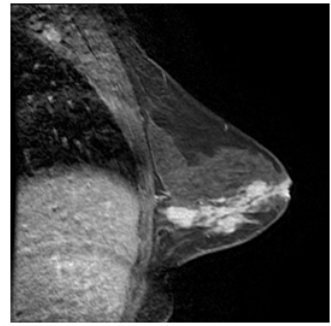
乳腺 Paget's 病合并导管内原位癌矢状位重建 注:DCE-MRI 中乳头及乳腺内病灶明显不均匀强化。
